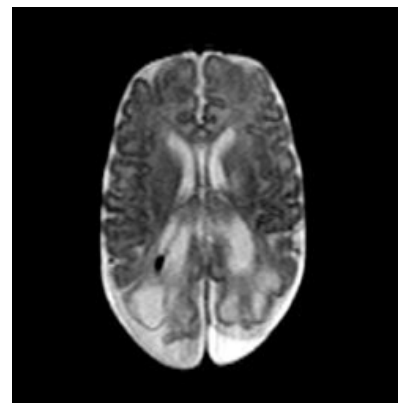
Imágenes de resonancia magnética en T₂ de pacientes de la Unidad de Neurodesarrollo “Augusto Fernández Guardiola”. A. Corte axial de un cerebro de un lactante normal de 1 mes de edad. B. Corte axial de un cerebro de un lactante prematuro de 1.5 meses de e.c. con LPV con lesión moderada y de tipo difusa. Se observa hiperintensidad de la sustancia blanca alrededor de los ventrículos así como una ventriculomegalia. C. Corte axial de un cerebro de un lactante prematuro de 1 mes de e.c. con LPV con lesión grave y de tipo quística. Se observa hiperintensidad de la sustancia blanca periventricular, aumento del volumen de los ventrículos, quistes en la sustancia blanca periventricular occipital, así como contacto de la sustancia gris occipital con los ventrículos. Cortesía de la Unidad de Resonancia Magnética del INB.
